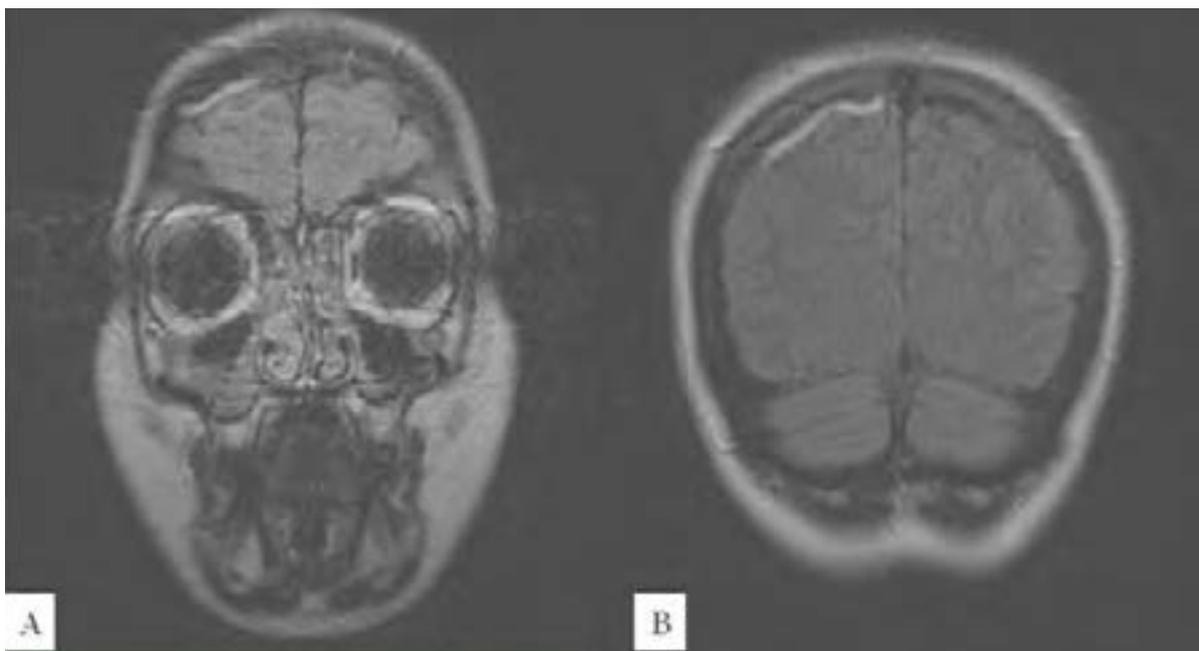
RMN cerebral. Coronal FLAIR. Se visualizan imágenes hiperintensas, tubulares y extraaxiales, a nivel frontal (A) y parietal (B) derechos, que desembocan en el seno sagital superior y que se corresponden con venas cerebrales corticales trombosadas.
